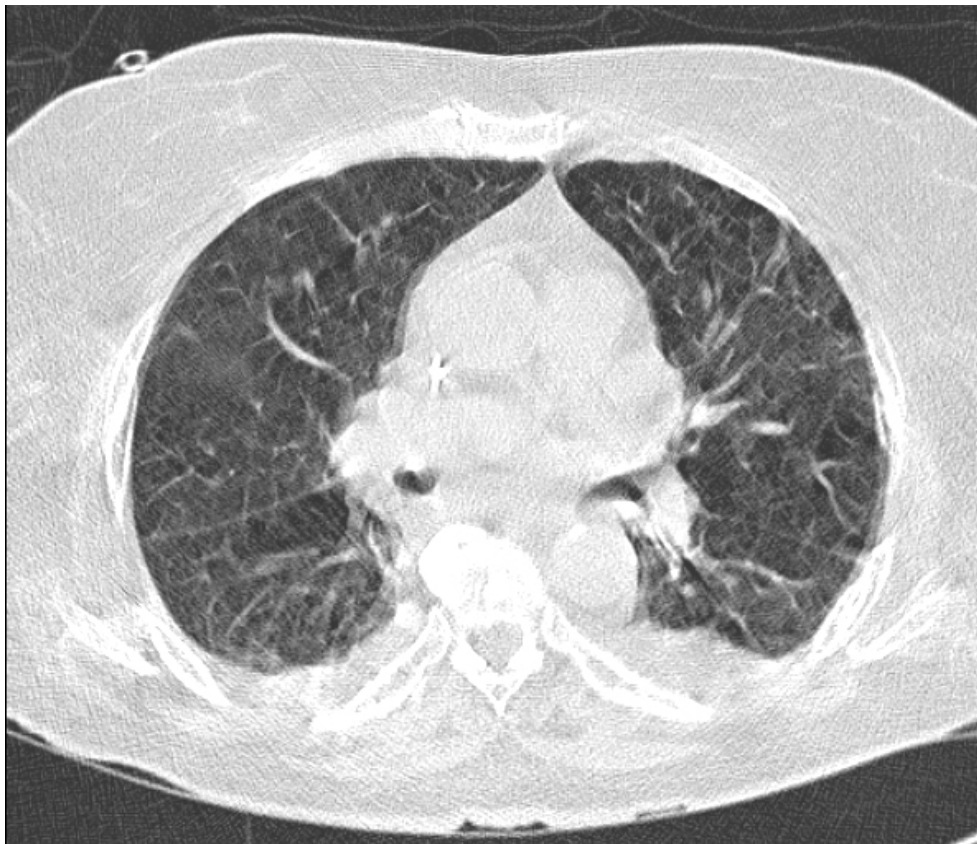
Standard-Dosis-CT: Atemartefakte
